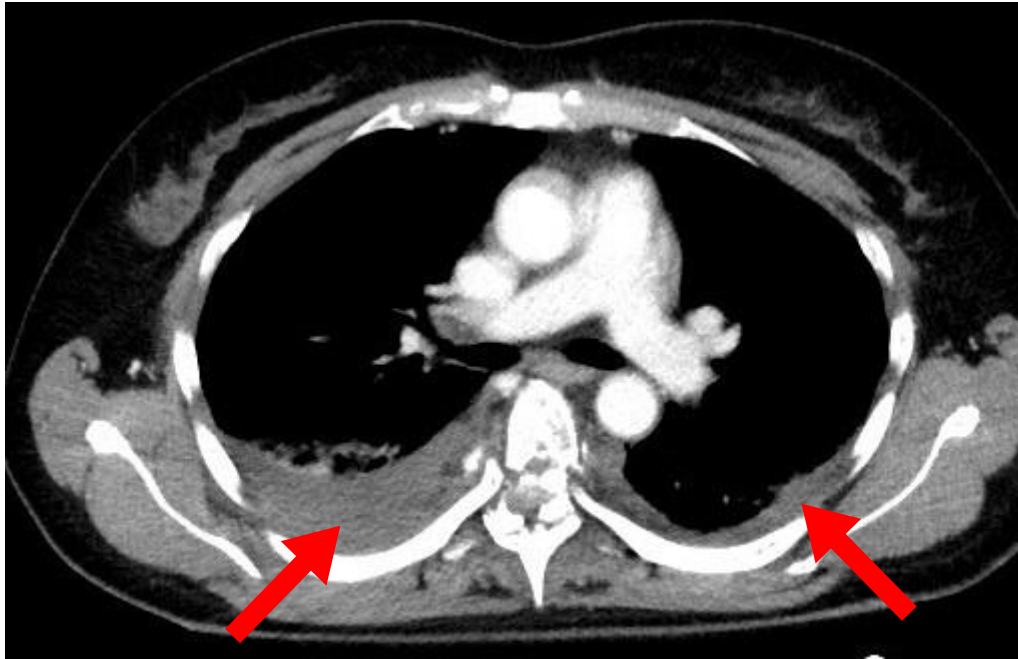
CT toraksa, aksijalni presjek, mediastinalni prozor, bilateralni hematotoraks (strijelice) -arhiva Kliničkog zavoda za radiologiju, KBC Rijeka.
